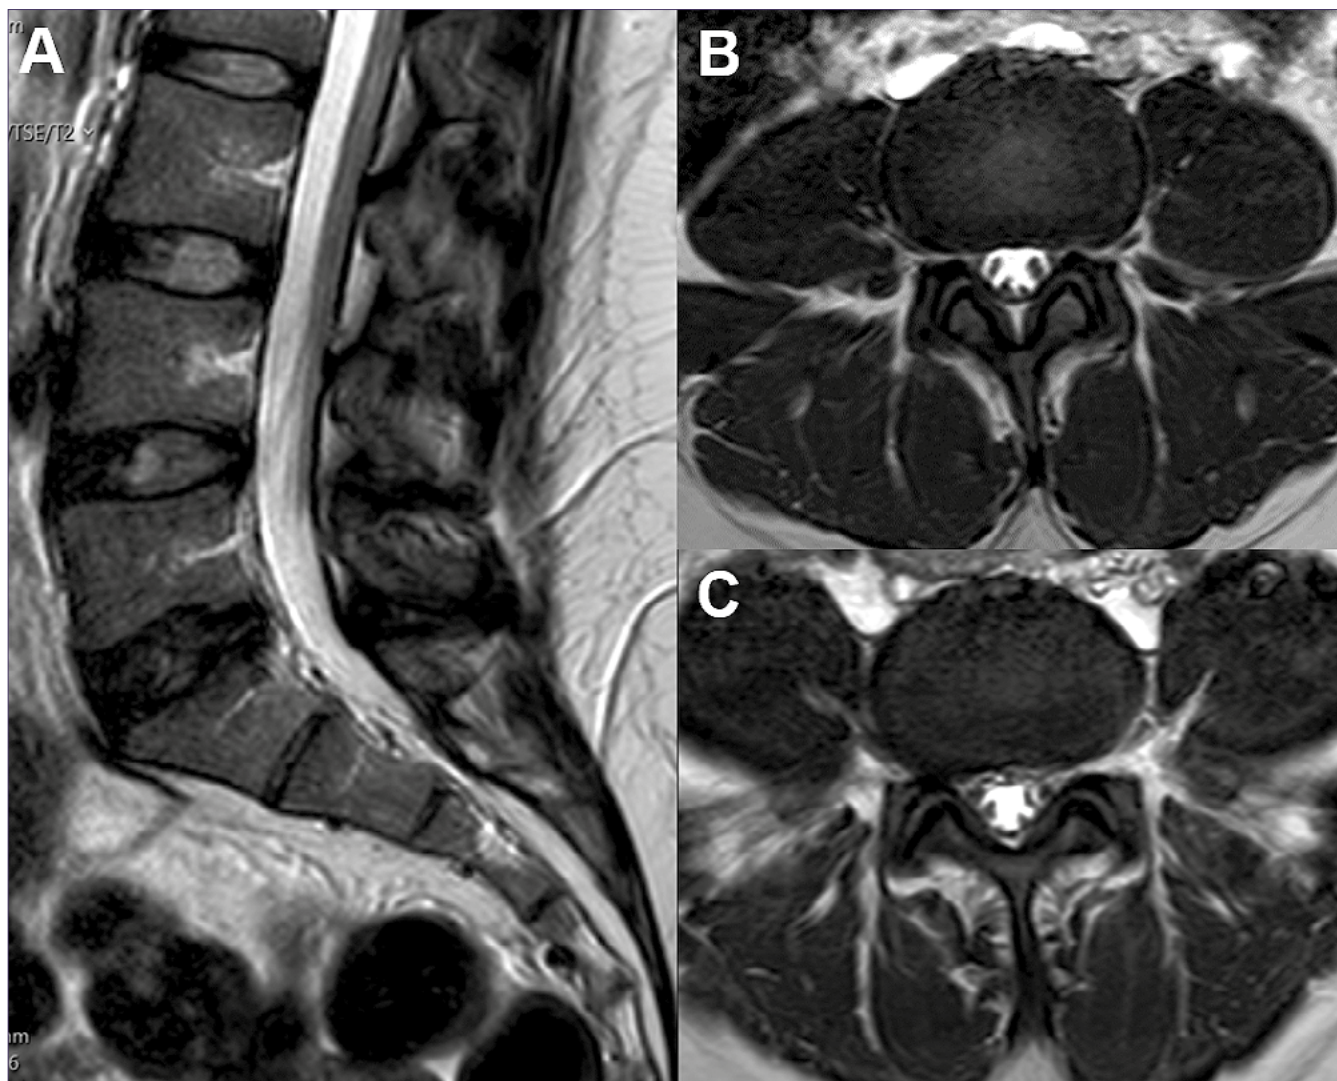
1A: Imagen de RM de columna lumbar, corte sagital secuencia T2, mostrando el canal vertebral central de diámetro normal; 1B: Imagen de RM de columna lumbar, corte axial secuencia T2 a nivel de L4-L5, con estenosis foraminal bilateral, más marcada en el lado izquierdo; 1C Imagen de RM de columna lumbar, corte axial secuencia T2 a nivel de L5-S1 con estenosis foraminal bilateral, más evidente en el lado derecho.
